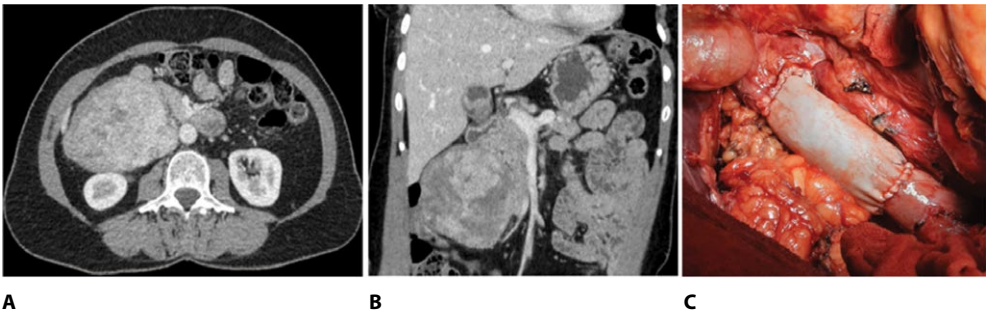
КТ органов брюшной полости, подтверждающая инвазию опухоли в сосуды и правую почку: А, В – аксиальная и коронарная проекции; С – реконструкция инфраренального сегмента НПВ биологическим протезом
